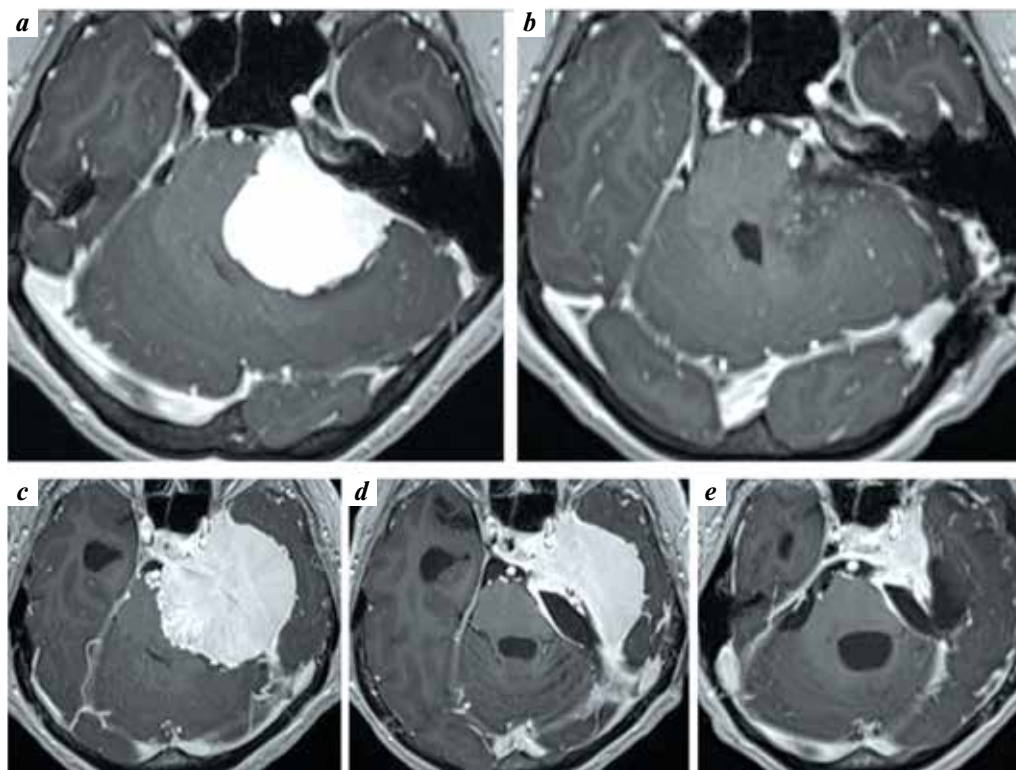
Cases of retrosigmoid approach usage in surgery of petroclival meningiomas: *a, b* – single-step microsurgical resection of the tumor from left-sided retrosigmoid approach (magnetic resonance images prior to surgery (*a*) and after surgery (*b*)); *c–e* – microsurgical resection of the tumor from left-sided retrosigmoid approach as the 1st step with subsequent 2nd step through infratemporal access (magnetic resonance images prior to surgery (*c*), after the 1st and 2nd steps (*d, e*))
